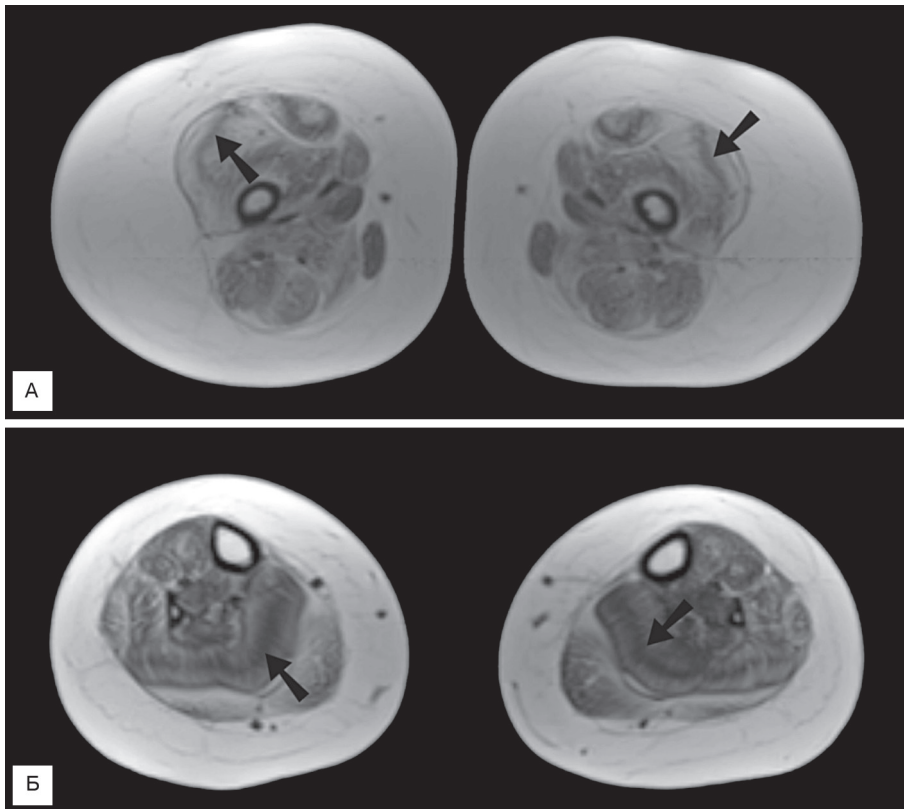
МРТ-изображение бедра (А) и голени (Б) у больной с поражением коллагена VI.
